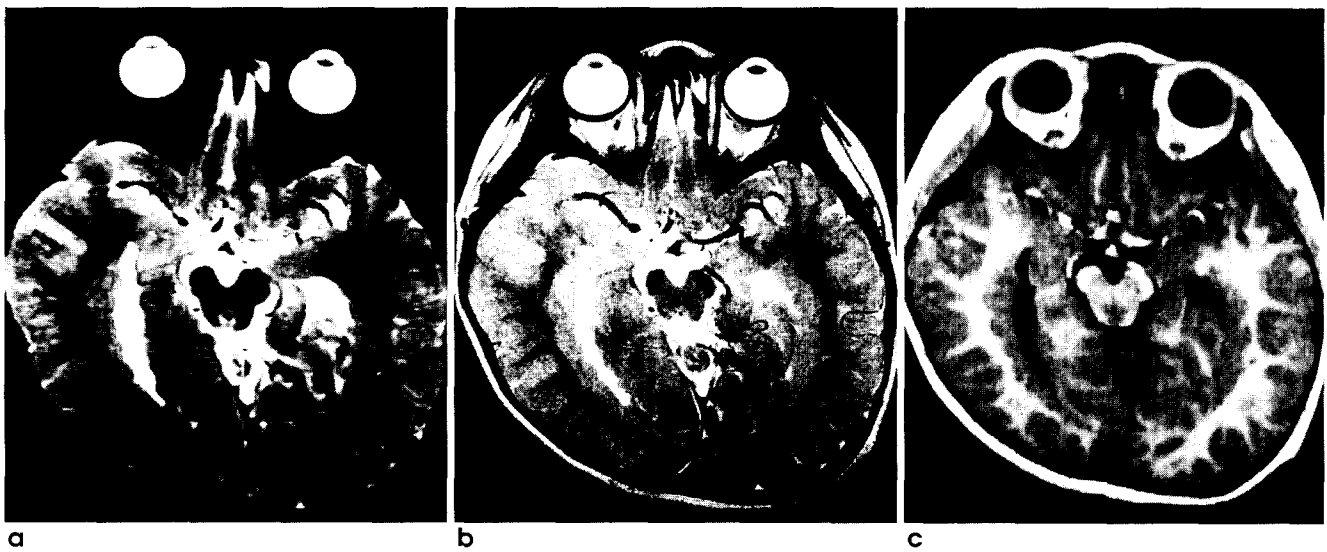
A 3-year-old boy with heterotopic gray matter : MTIR(a), TSE T2-weighted(b), and 3D-MPRAGE T1-weighted(c) images. The areas of subependymal heterotopic gray matter are highlighted lining temporal horns of the both lateral ventricles in MTIR(a). The contrast between gray matter and white matter on (a) appears better than that on (b), and similar to that of (c).
